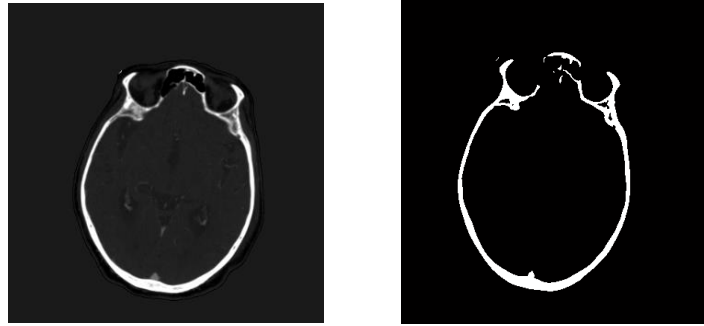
Umbralización del hueso del cráneo en imágenes de TC.
